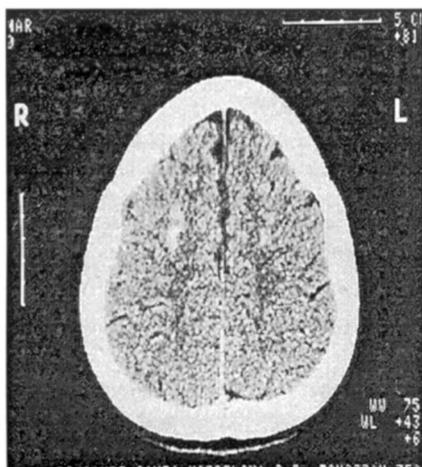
Dois anos depois, nova TC de crânio não evidencia alterações no padrão de calcificação.
